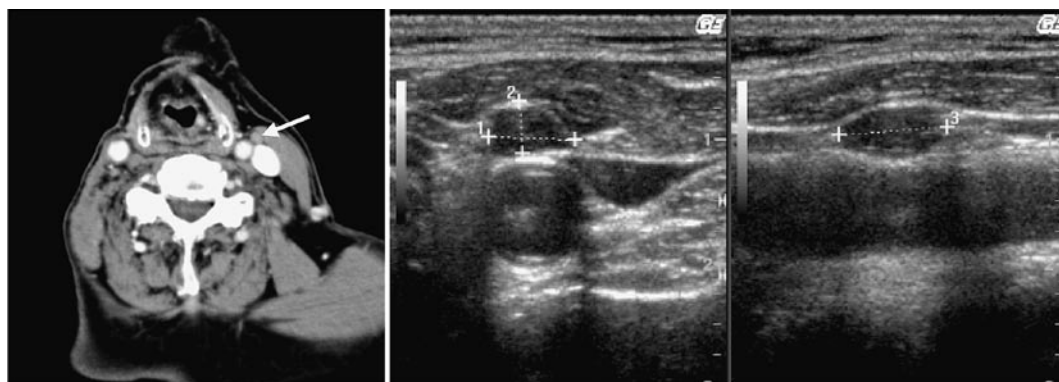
造影 CT 図 3b US (左：頸動脈に垂直・右：頸動脈に平行)
